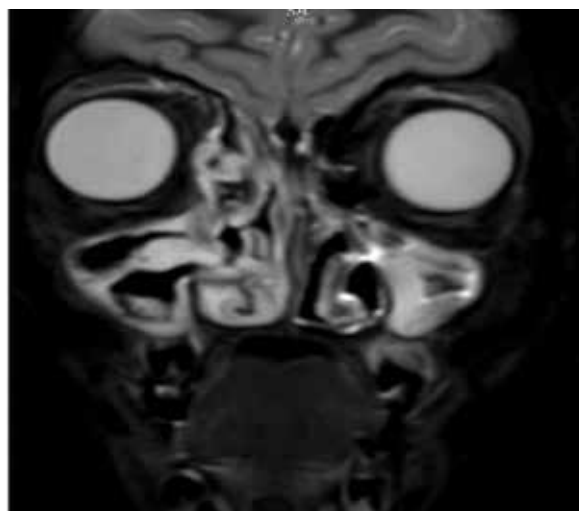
RMN. Cortes T2, imagen hipointensa en seno maxilo-etmoidal derecho.
